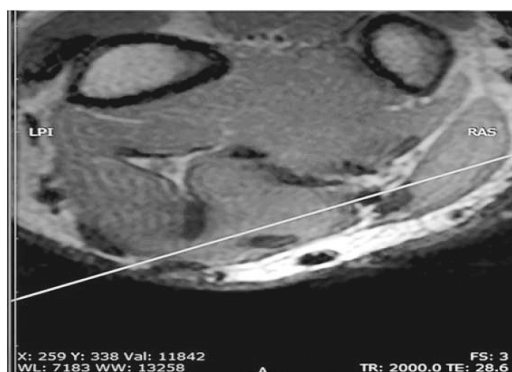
МРТ m. brachioradialis. T1-ВИ в аксиальной плоскости. Стрелкой указано накопление контрастного вещества в m. brachioradialis при миофиброзе 1-й стадии
